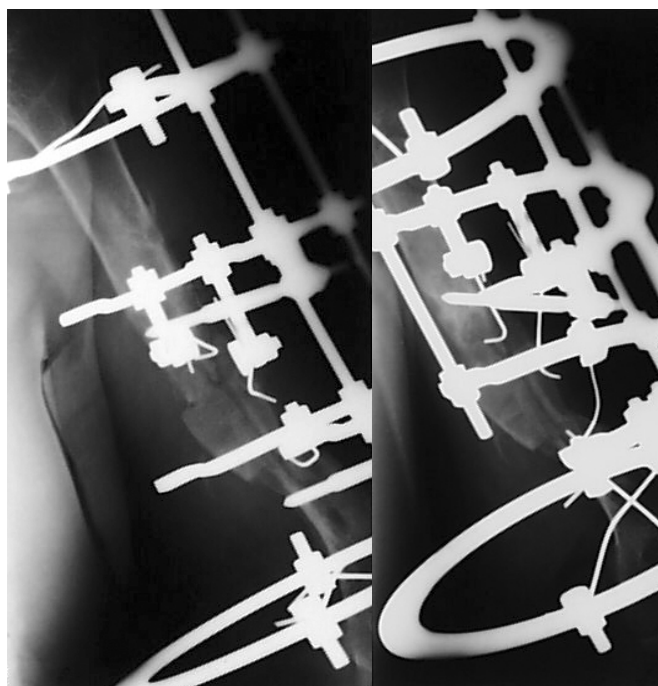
Рентгенограмма левой плечевой кости через 18 недель после оперативного вмешательства. Определяется сращение аваскулярного аутотрансплантата с костными фрагментами плечевой кости.
